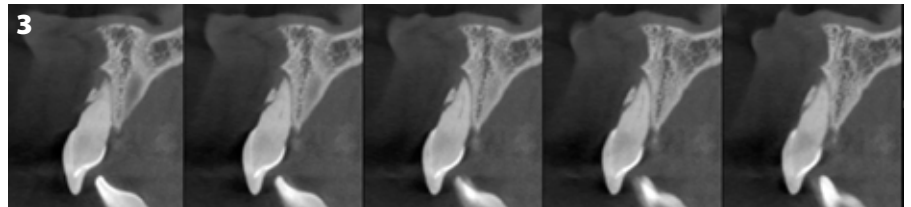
CBCT von Zahn 21, das die vestibuläre Fraktur und die Extrusion aus der Alveole zeigt.
